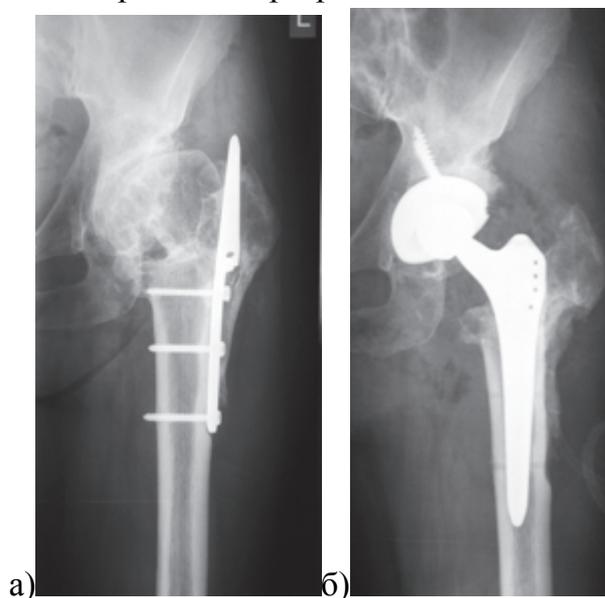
Рентгенограммы больной 48 лет через 14 лет после варизирующей межвертельной остеотомии (а); прямоугольная ножка типа Zweimüller с ШДУ 131° и небольшим офсетом обеспечивает хорошую ротационную стабильность и максимально полное восстановление анатомии с минимальной а б травмой мягких тканей (б)
